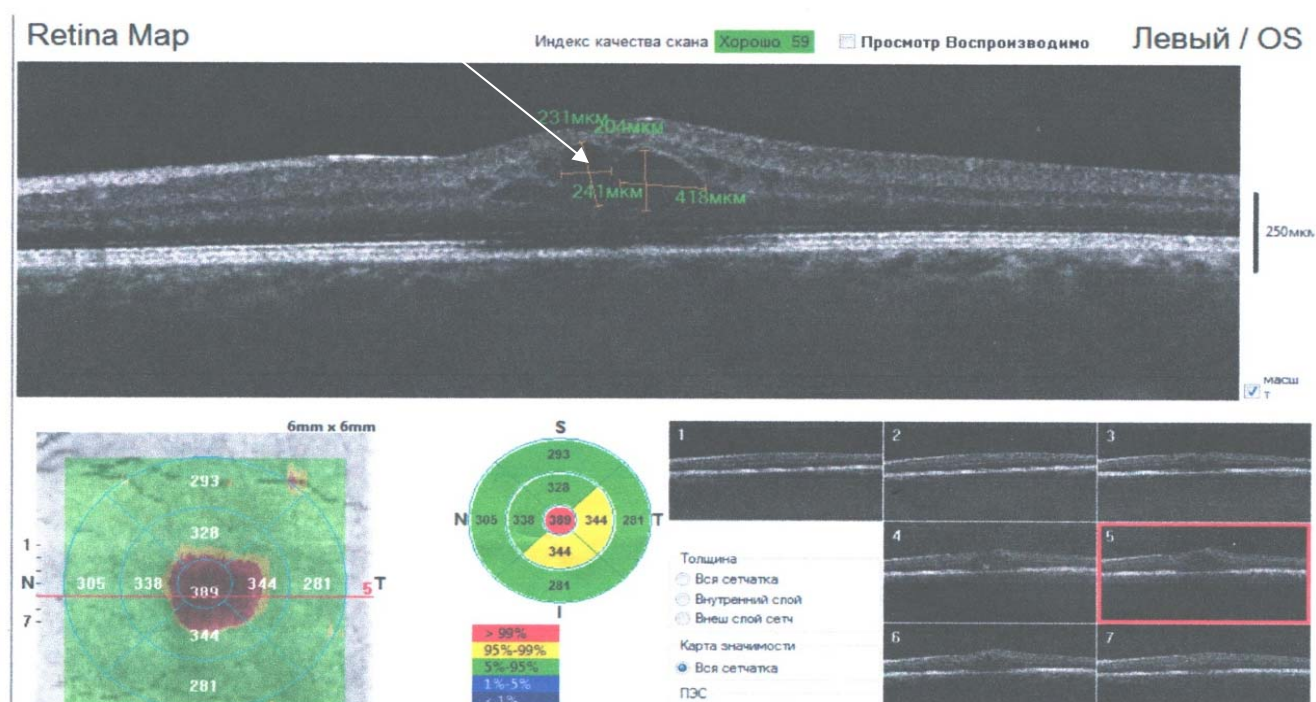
Оптическая когерентная томография левого глаза пациента с АС и увеитом: толщина центральной части макулы 389 мкм (норма 257 мкм), полости кистовидного отека
